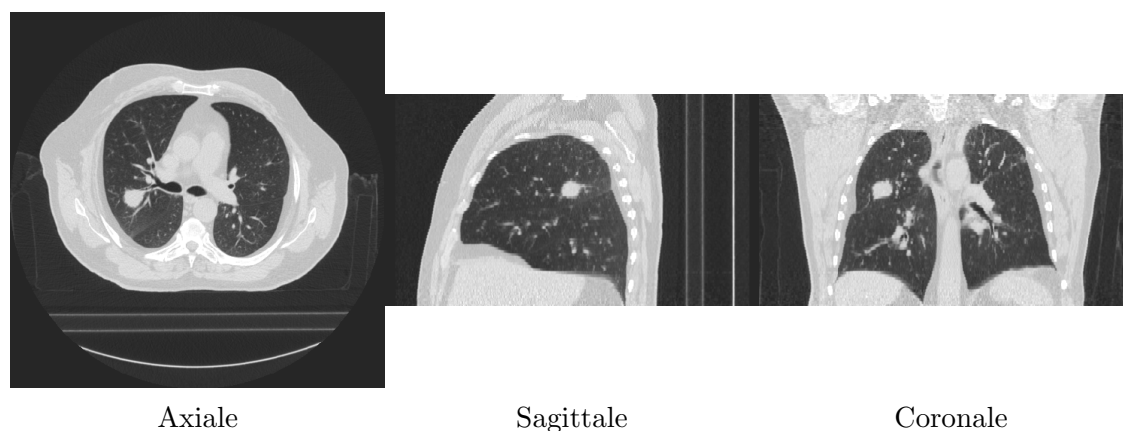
Coupes orthogonales au niveau de la tumeur de l'image TDM 3D de référence.
